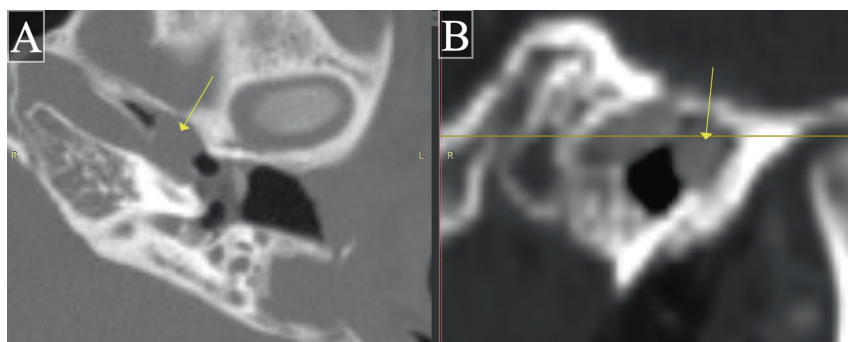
КТ височных костей перед повторной тимпанопластикой: А — аксиальная проекция; В — коронарная проекция, с контрастированием. Желтой стрелкой указана аневризма внутренней сонной артерии в области устья слуховой трубы
